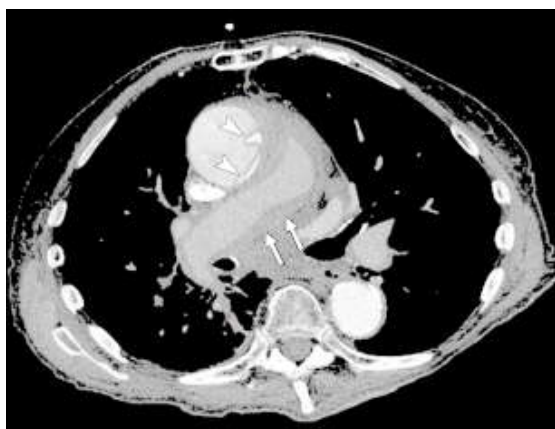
КТ органов грудной клетки пациентки 87 лет; острый аортальный синдром: расслоение аорты типа А, диссекционный лоскут (наконечники стрелок) и гемомедиастинум (стрелки)
